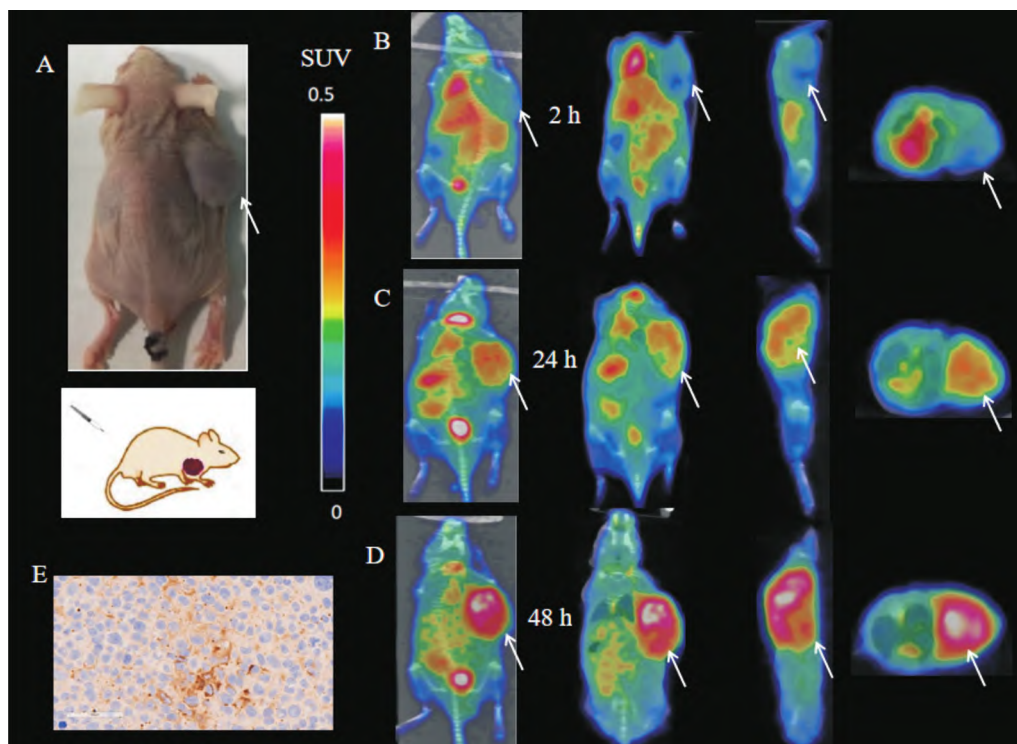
OS-732骨肉瘤的Micro-PET/CT显像及IHC染色
